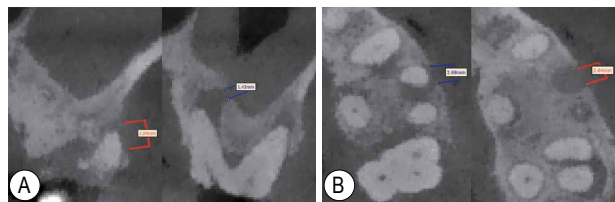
26 初诊时 CBCT 截图 A：冠状面；B：横断面（箭头所示分别为腭根根尖处对上颌窦底及近颊根处颊侧骨壁骨缺损）
